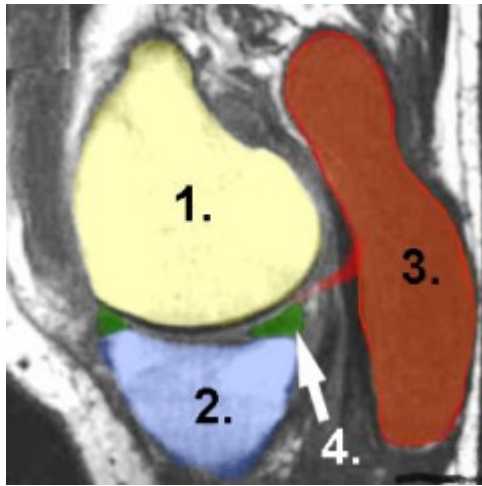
Abbildung MRT [Kniegelenk](#) (links Kniescheibe, rechts Kniekehle)
